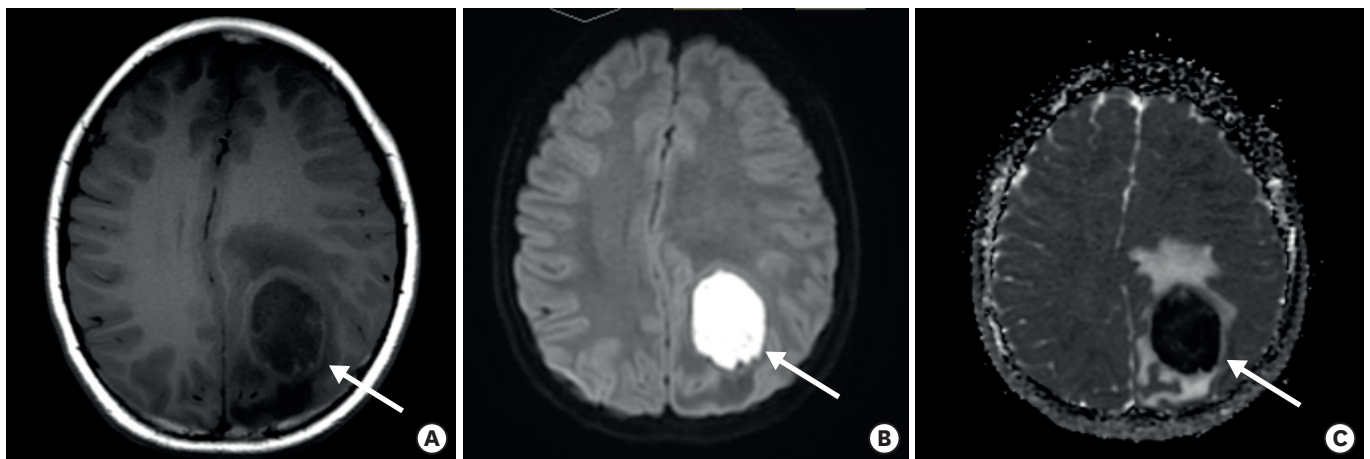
Initial magnetic resonance imaging of brain. (A) T1-weighted image shows 3×4 cm central low intensity with rim enhancing lesion at left frontoparietal lobe (arrow). (B) Diffusion-weighted image shows 3×4 cm central high signal intensity at left frontoparietal lobe (arrow). (C) ADC image shows low ADC value indicating restricted diffusion (arrow).
